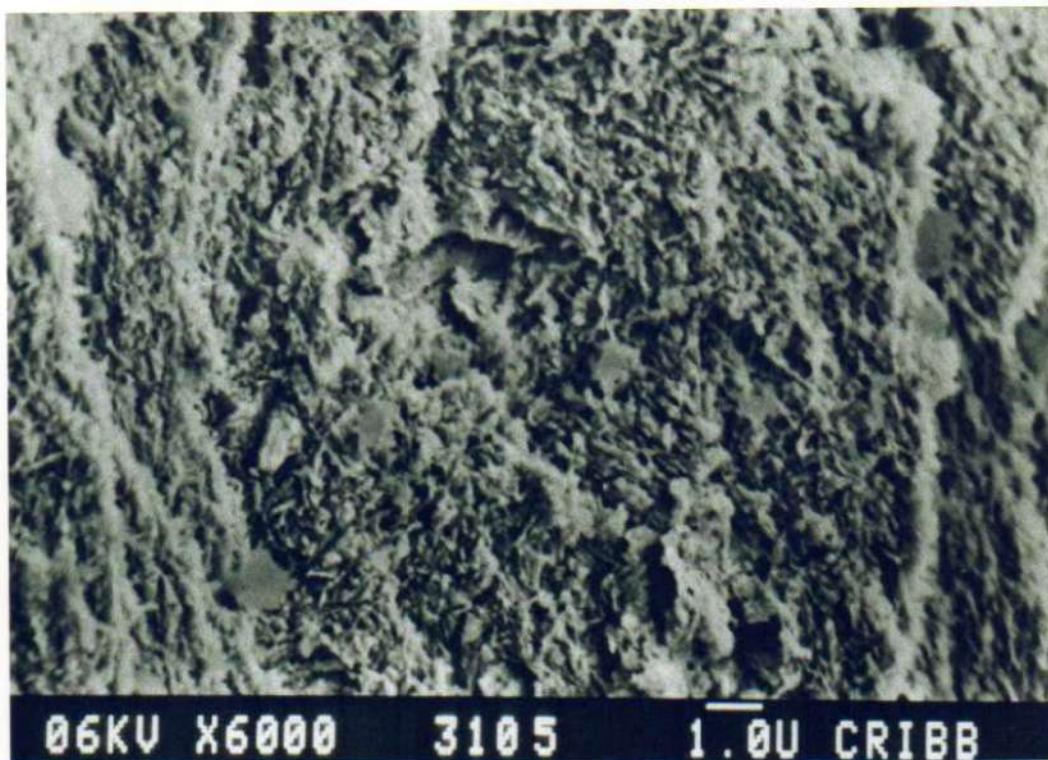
M.E.B. de raíz disto vestibular primer molar superior, tercio coronario. Hipoclorito de sodio + ultrasonido.
